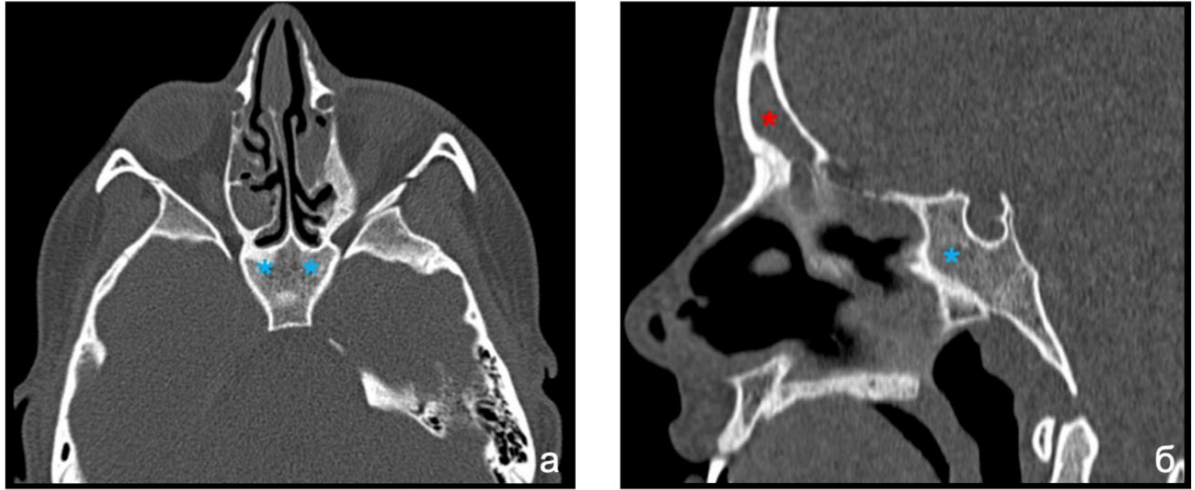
КТ-картина аплазии клиновидных пазух у пациентки с МВ 16 лет (генотип W1282X/N1303K, сочетание двух «тяжелых» мутаций): (а) аксиальная проекция, отсутствие пневматизации тела клиновидной кости; (б) сагиттальная проекция, то же и наличие развитой лобной пазухи (голубыми звездочками отмечены должные проекции клиновидных пазух, красной – лобная пазуха)
